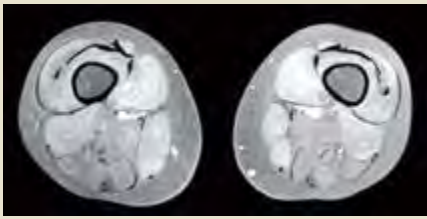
MRT- Oberschenkel bds., Diffuse Signalanhebungen intramuskulär in T2-Gewichtung in allen Muskelgruppen, insbesondere die Quadricepsgruppe sowie die Adduktoren beidseits betreffend. Geringe Signalanhebung im Verlauf der Fascia lata sowie den intermuskulären Septen
